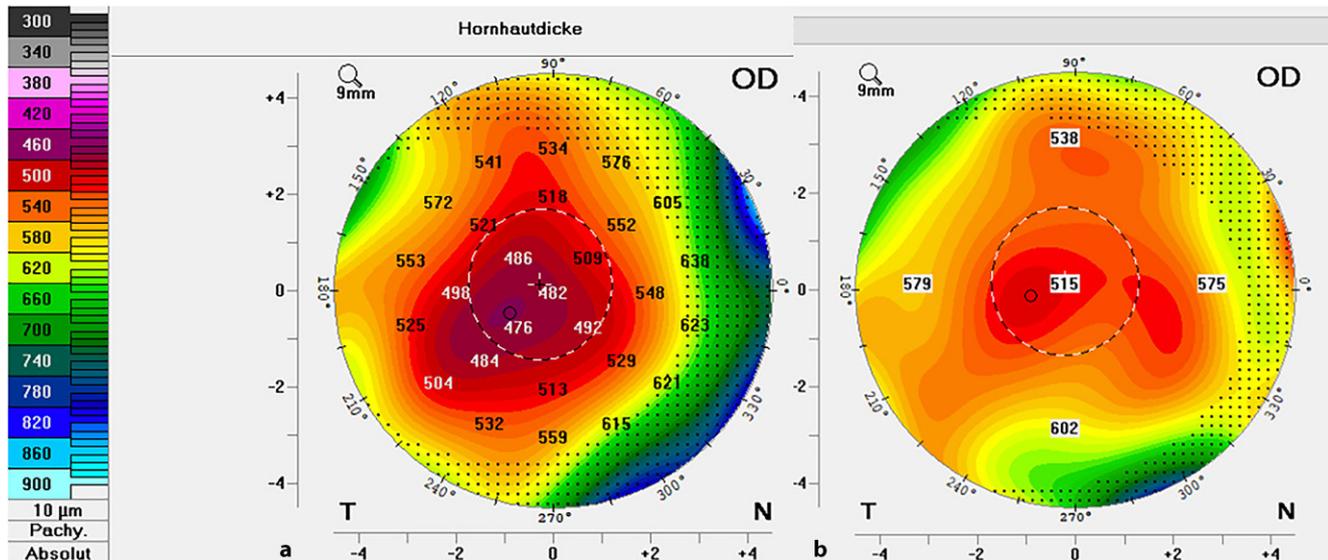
Tomographie der Hornhaut – Pachymetrie postoperativ. a Rechtes Auge: 6 Wochen nach phaker DMEK vor torischer IOL-Implantation zeigte sich ein Rückgang des kornealen Ödems. b Rechtes Auge: 24 Monate nach phaker DMEK und 18 Monate nach Implantation einer torischen IOL mit einer CCT von 515 µm sowie stabilen keratorefraktiven Werten von +0,00/–1,50/VA 136°
